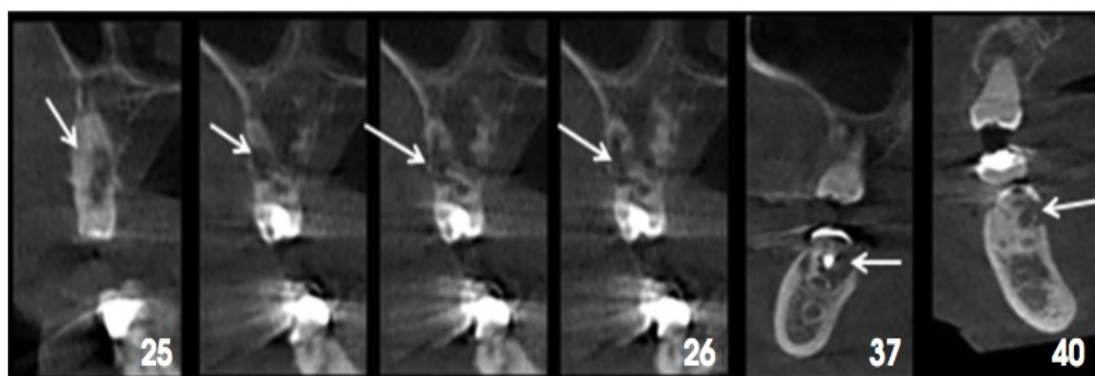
Imagem de RRI de um corte transversal de CBCT.
